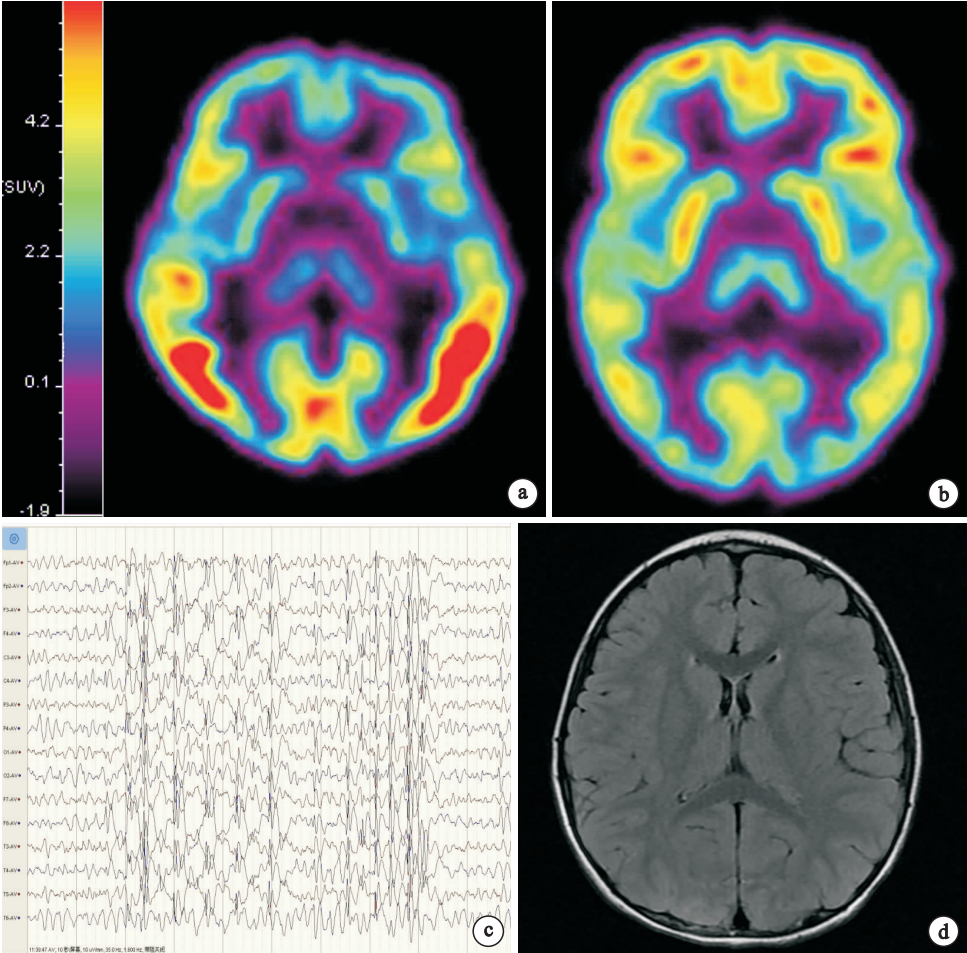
一例癫痫患儿(女,7岁,Lennox-Gastaut 综合征)的检查 a PET 示双侧额叶、颞叶低代谢,FIQ 为 78; b PET 示正常,FIQ 为 103; c 脑电图提示频发尖慢波,额、颞区明显; d 头颅 MRI 正常
